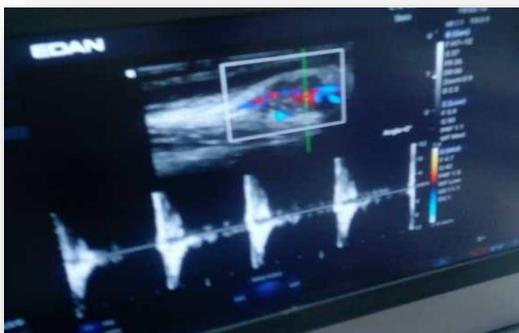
Echographie en mode doppler pulsé montrant un tracé d'allure artérielle type « Va-et-vient ».
